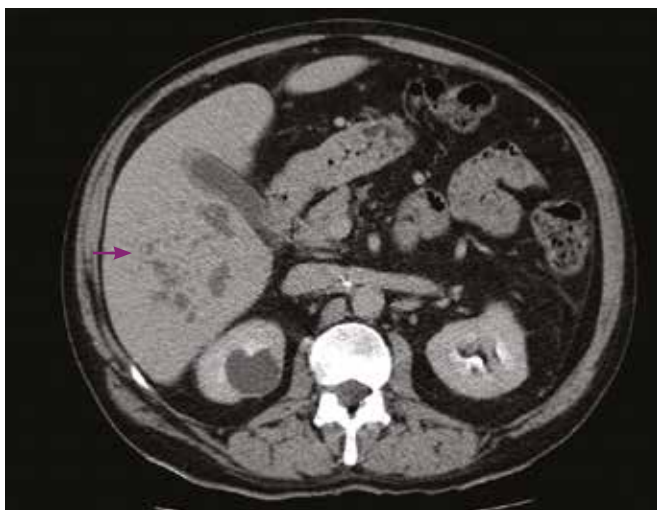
Imagens de tomografia computadorizada obtidas após resolução de quadro infeccioso, ao 18º dia de internamento hospitalar. Observam-se 4 formações nodulares hepáticas (a maior no segmento VII, com 78 mm de maior diâmetro), heterogêneas, com captação periférica de contraste.
